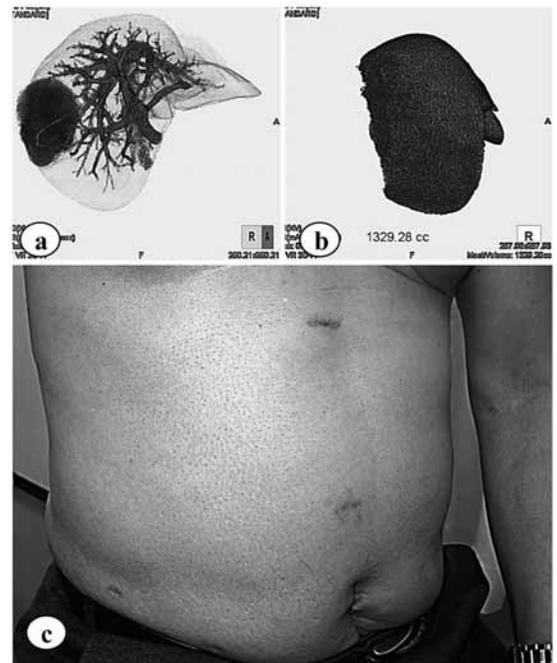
後区域7 cmの腫瘍。術前3D再構成CT(a)と術後3D再構成CT(b)。臍部のポート創を約5 cm切離して腫瘍を摘出している。術後6か月での創部状態(c)。
